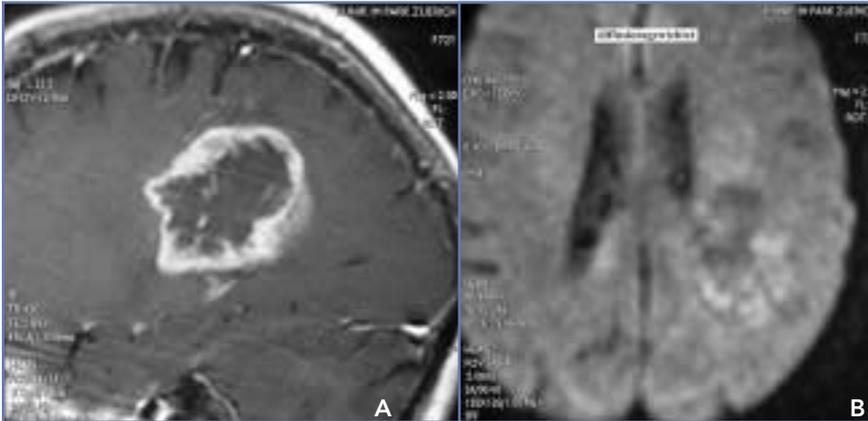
Glioblastom mit in der Nekrose nicht erhöhtem DWI-Signal.
